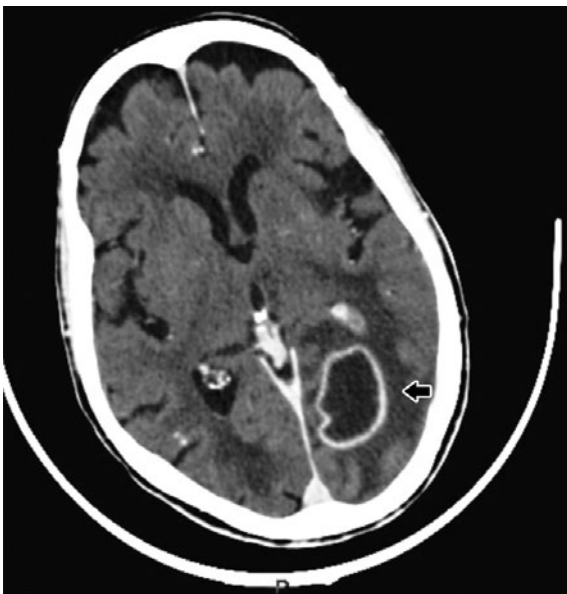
Tomografia computadorizada craniocéfálica com imagem hipodensa, com acentuação periférica do produto contraste, de dimensões de 43mmx22mm na região occipital esquerda (seta).
